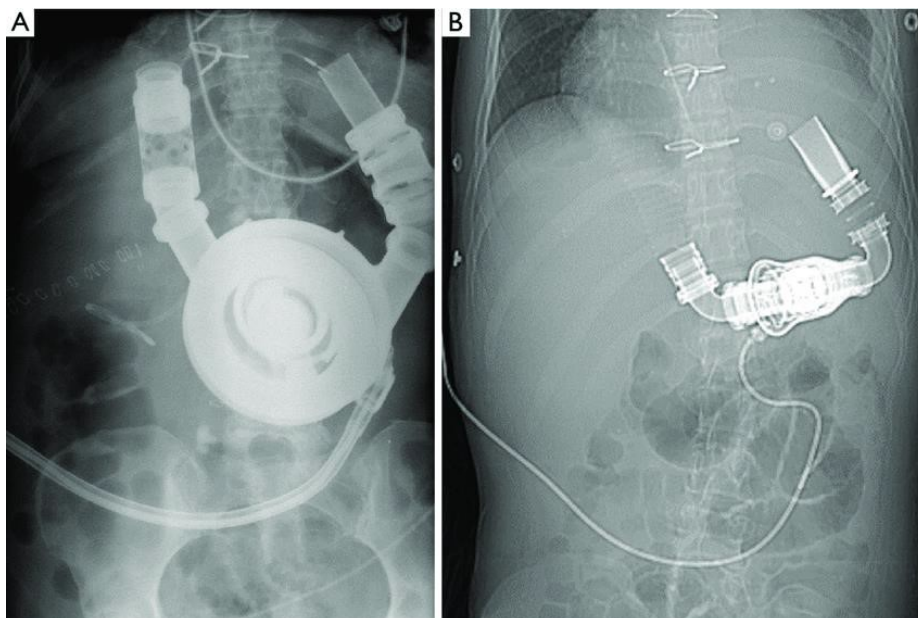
Immagini radiografiche di pazienti portatori di HeartMate di terzo tipo a sinistra (A), HeartMate di secondo tipo a destra (B).
